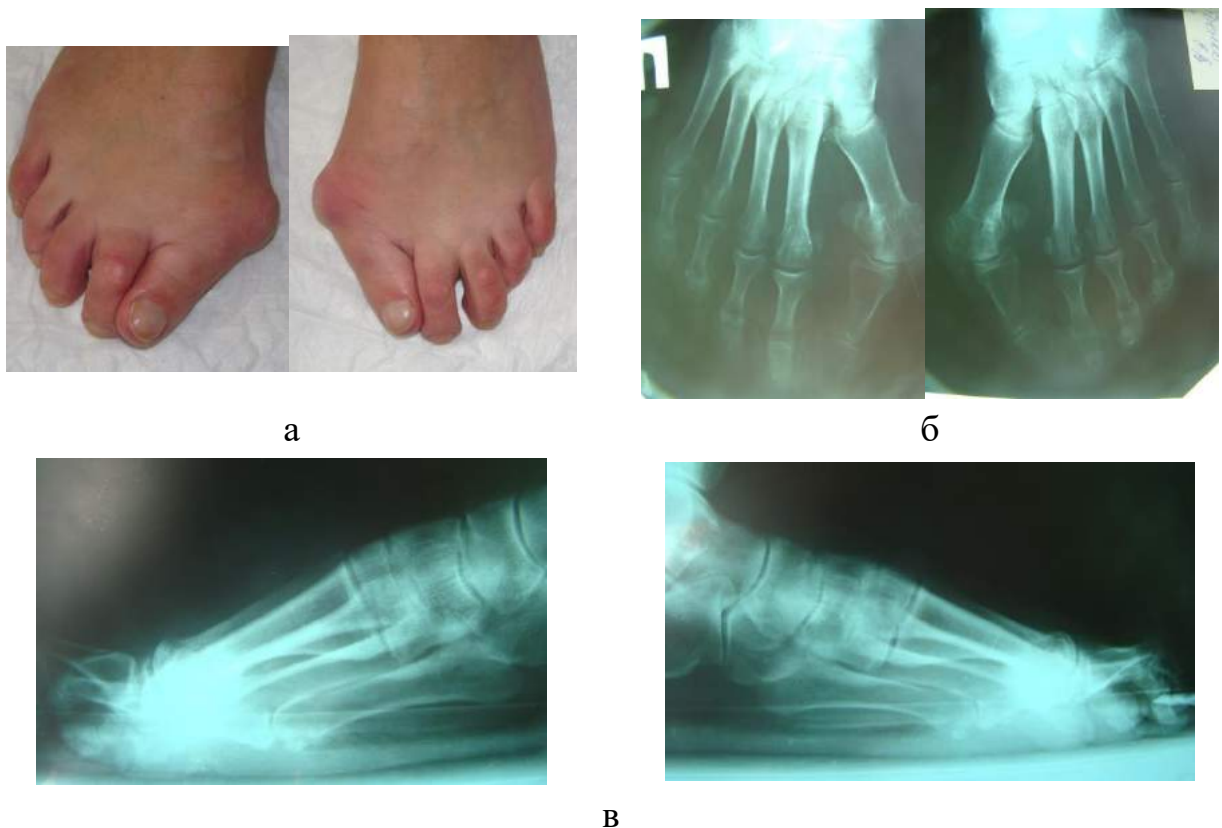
Зображення стоп пацієнтки (а) з HV III ст. та молоткоподібною деформацією 2-3 пальця правої стопи за класифікацією G1-G2 з наявністю метатарзалгії (а) та фотовідбитки з рентгенограм переднього відділу стоп (б - фасна; в - бокові проекції) до хірургічного втручання.
